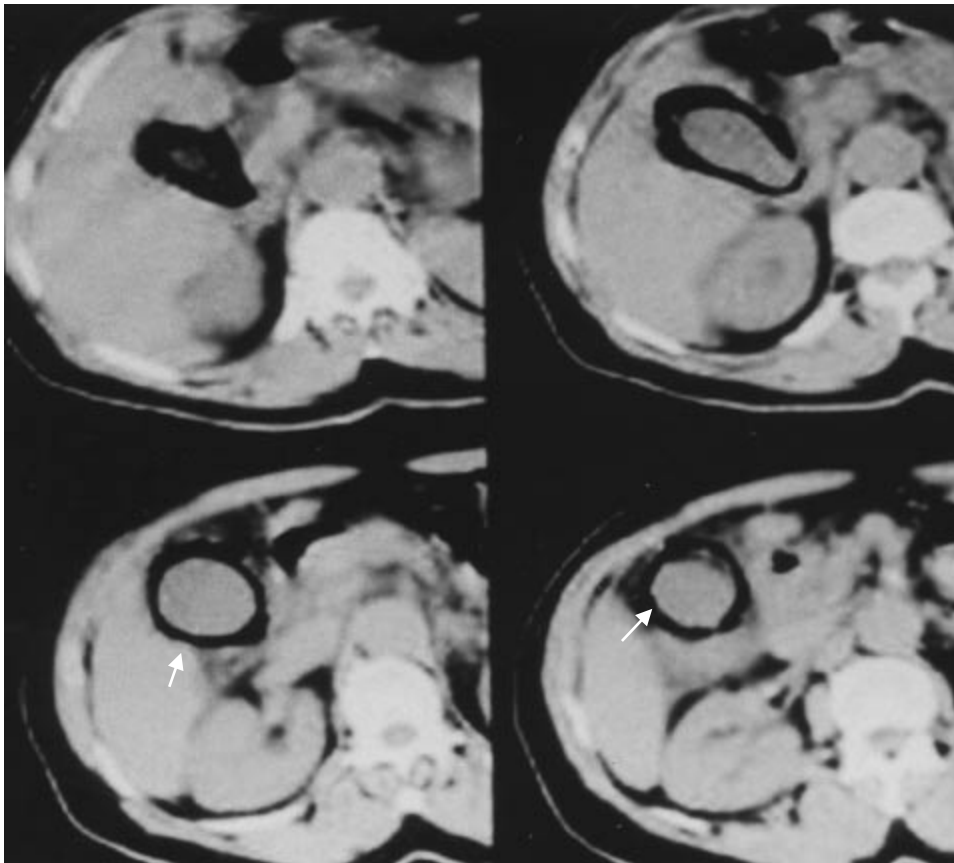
Tomografía axial computada de abdomen en donde se observa dilatación vesicular, engrosamiento de su pared y signo del halo positivo (flechas).
